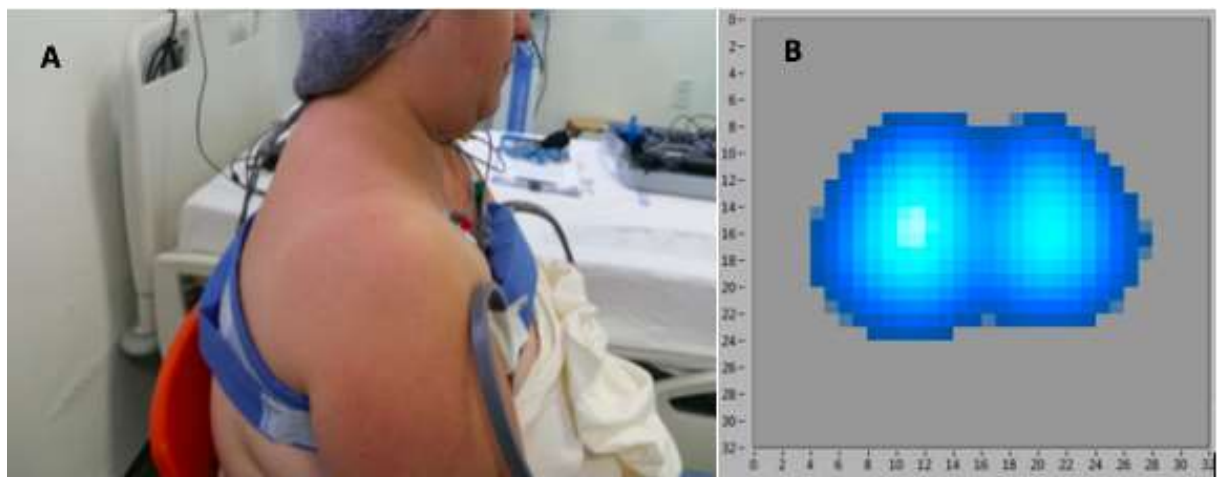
(A) Posicionamento da cinta com 32 eletrodos no tórax do paciente. (B) Imagem da tomografia por impedância elétrica projetada em uma matriz de 32 x 32 pixels. As cores azuis escuras representam áreas com menor variação da ventilação pulmonar; as claras, maior variação da ventilação pulmonar. Fonte: Arquivos dos autores. Fonte: Arquivos dos autores
